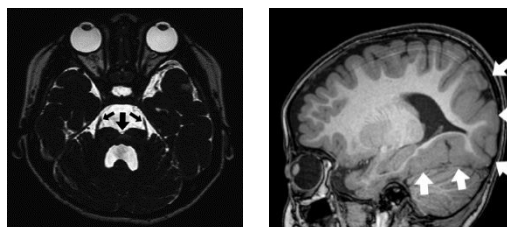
頭部 MRI。橋底部低形成と正中陥凹(矢印)、顔面神経根部の位置異常(小矢印)、側頭後頭葉の脳皮質肥厚(白矢印)を認める。
